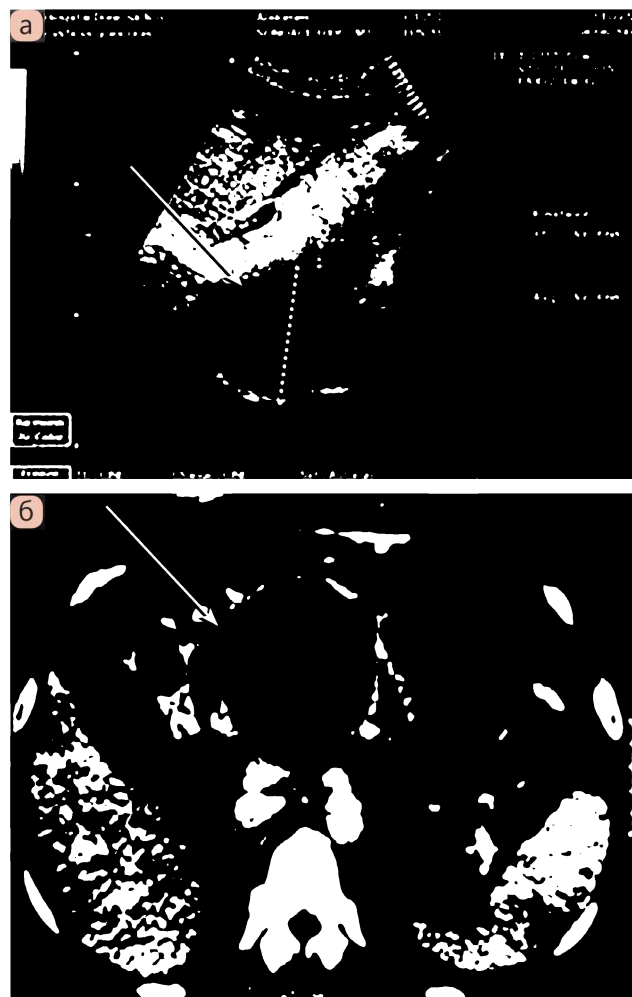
Постнекротичні кісти підшлункової залози (стрілки). а – сонограма; б – комп'ютерна томографія
